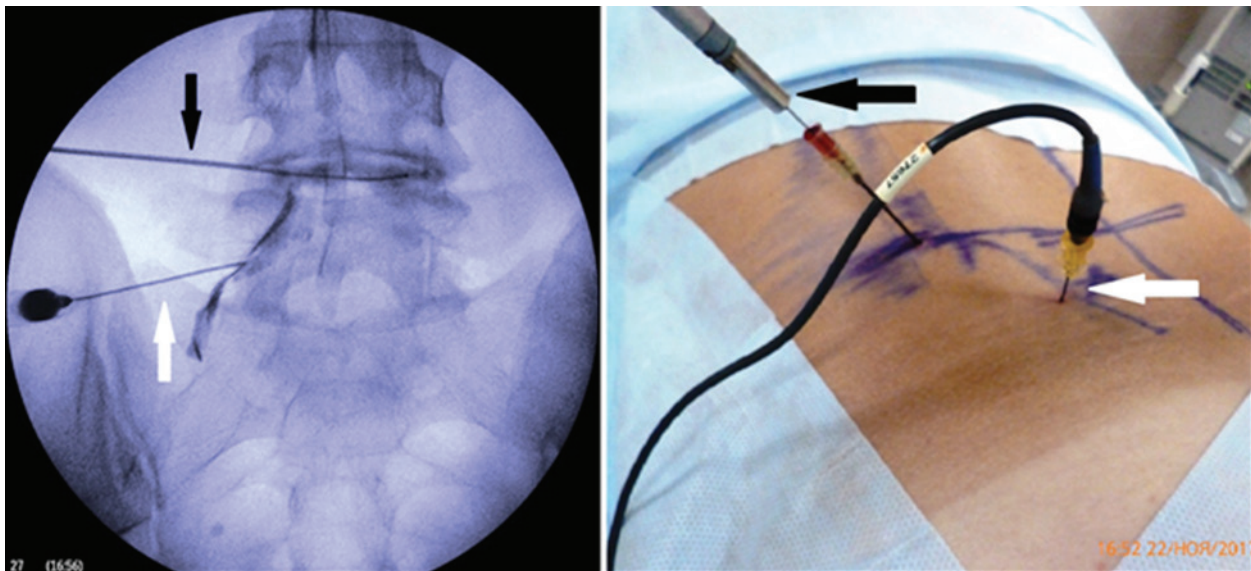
IDET L4-L5 and PRF DRG L4 (left). Photograph of an intraoperative fluorogram in a AP and the the surgical field (black arrows indicate an intradiscal catheter for thermodiscolplasty, white arrows indicate an electrode for radio frequency pulse ablation of the posterior spinal root ganglion). The traces of X-ray-positive solution for provocative discography are visualized in the intervertebral space. The spinal root is also contrasted
